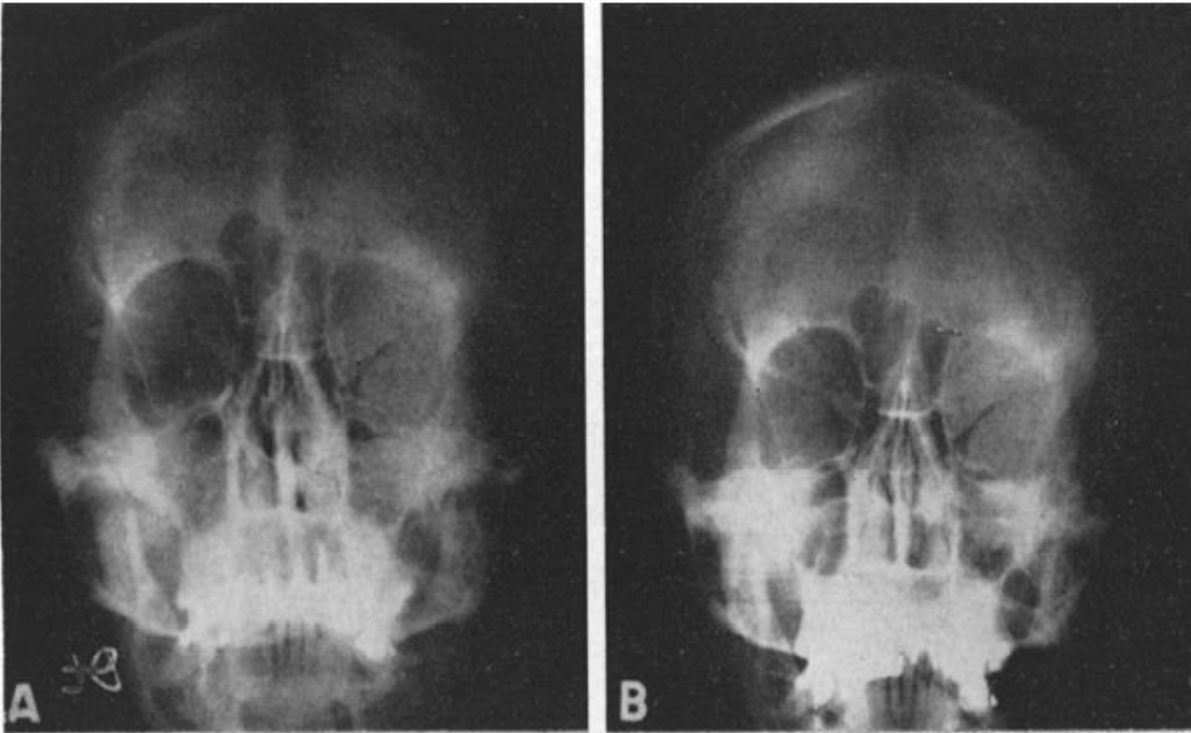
Radiographie : suivi d'un méningiome ptérional en plaque. Image issue de Castellano F, Guidetti B, Olivecrona H. Pterional meningiomas en plaque. J Neurosurg 1952
